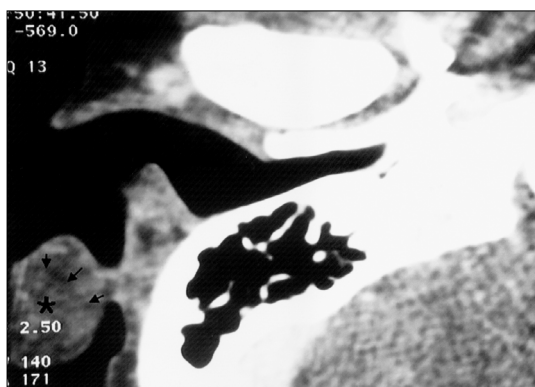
Axial CT scan shows a mass in the posterior aspect of the auricle. The mass (asterisk) was clearly separated from auricular cartilage by capsule (arrows).
